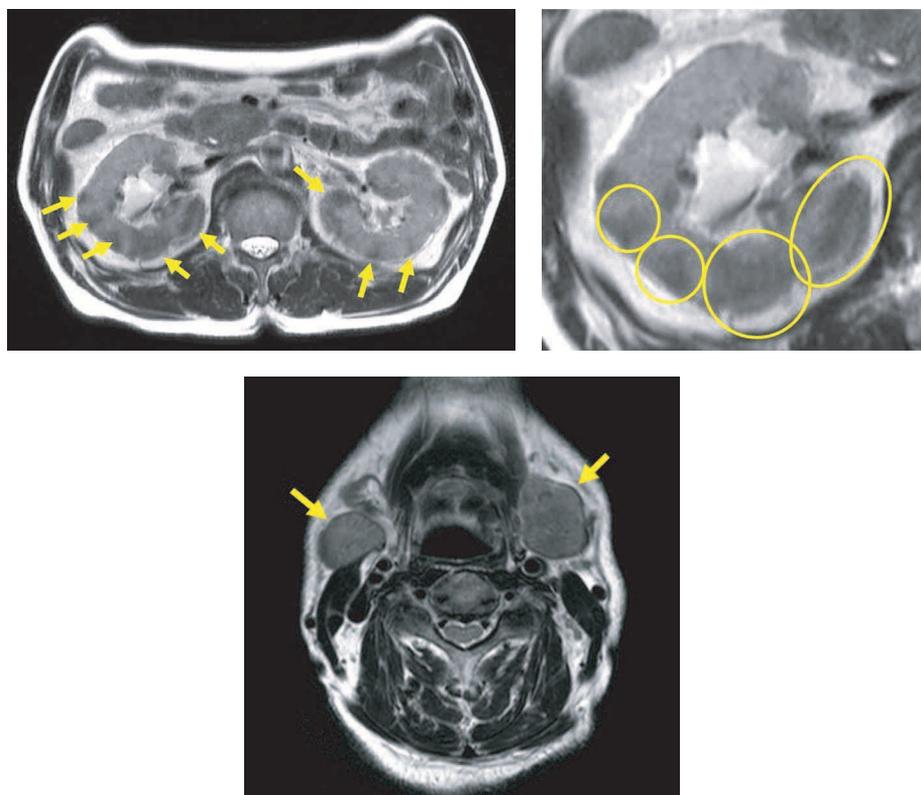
腹部・顎下部 MRI 所見：上段 T2WI で腎臓の皮質主体に低信号を呈する大小様々な結節がみられる。
